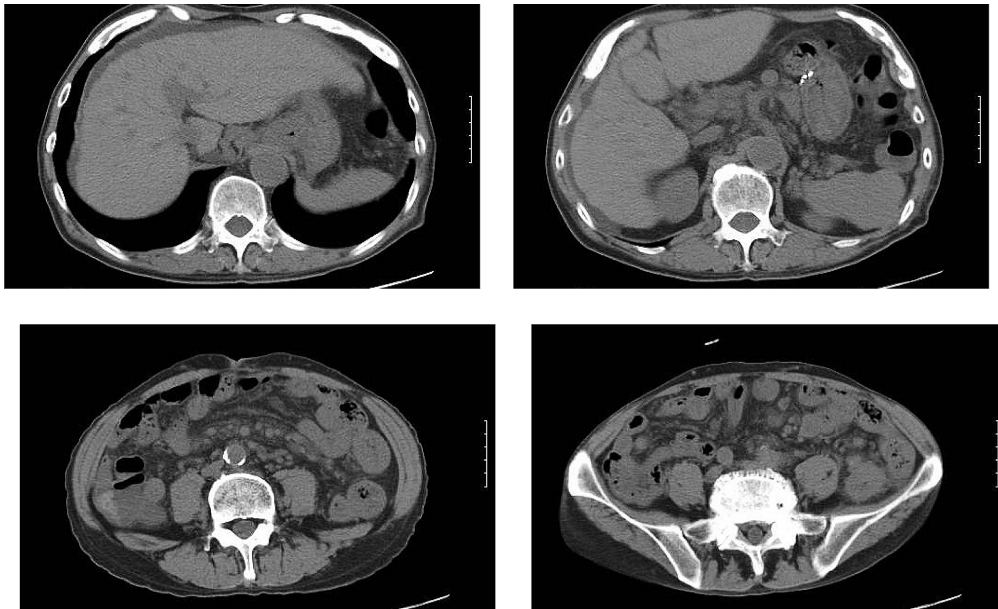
CTでは腹水の著明な減少, 腸管浮腫の改善により, 腹囲の減少を認めた。
